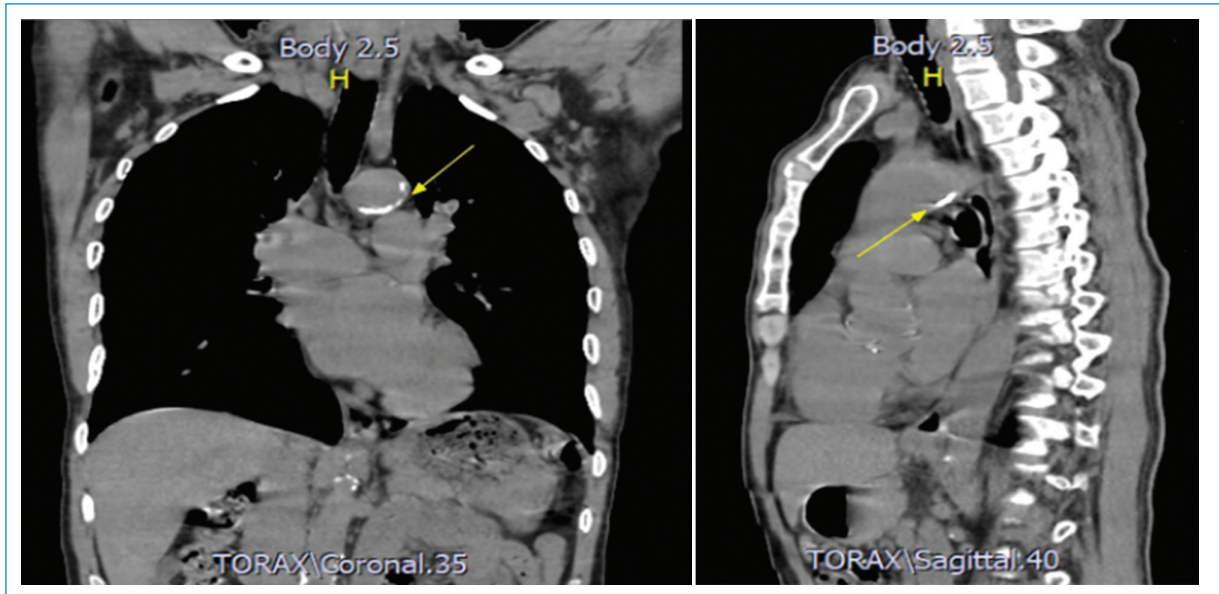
Tomografía computarizada de tórax, con evidencia de calcificación del arco aórtico (flechas) en estudio preoperatorio.
